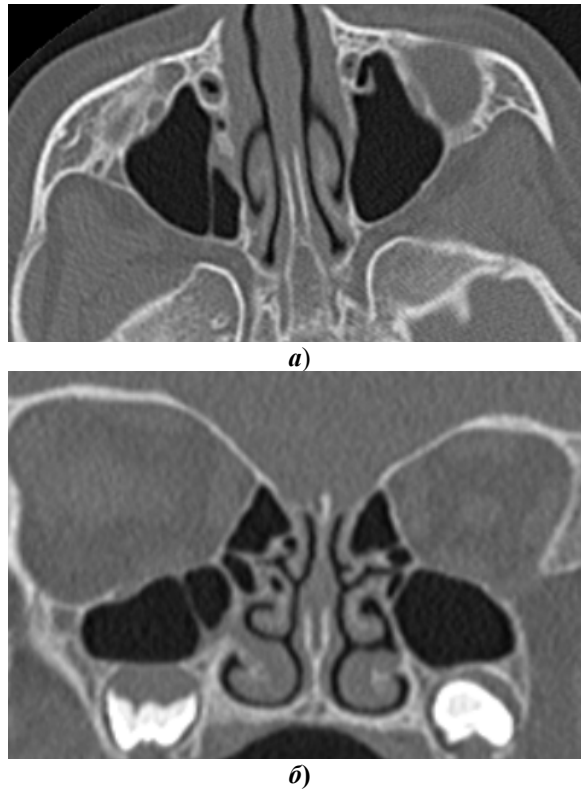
КТ головы девочки 3 лет, полная внутрипазушная перегородка в полости правой верхнечелюстной пазухи:
